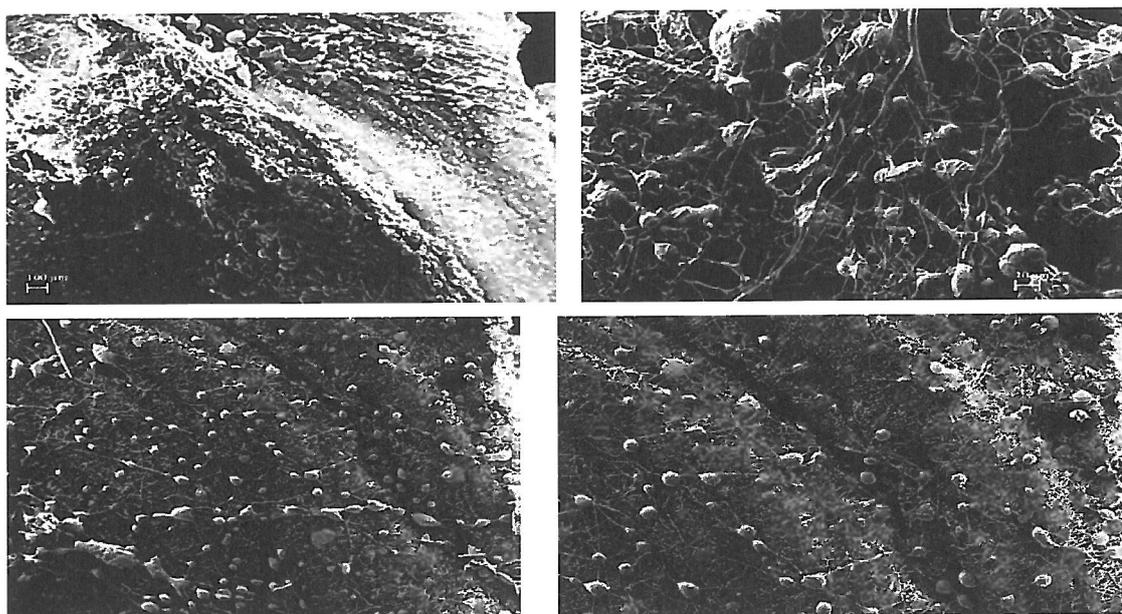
ПЭТ-нанокompозитная структура после посева аутологических клеток-предшественников
